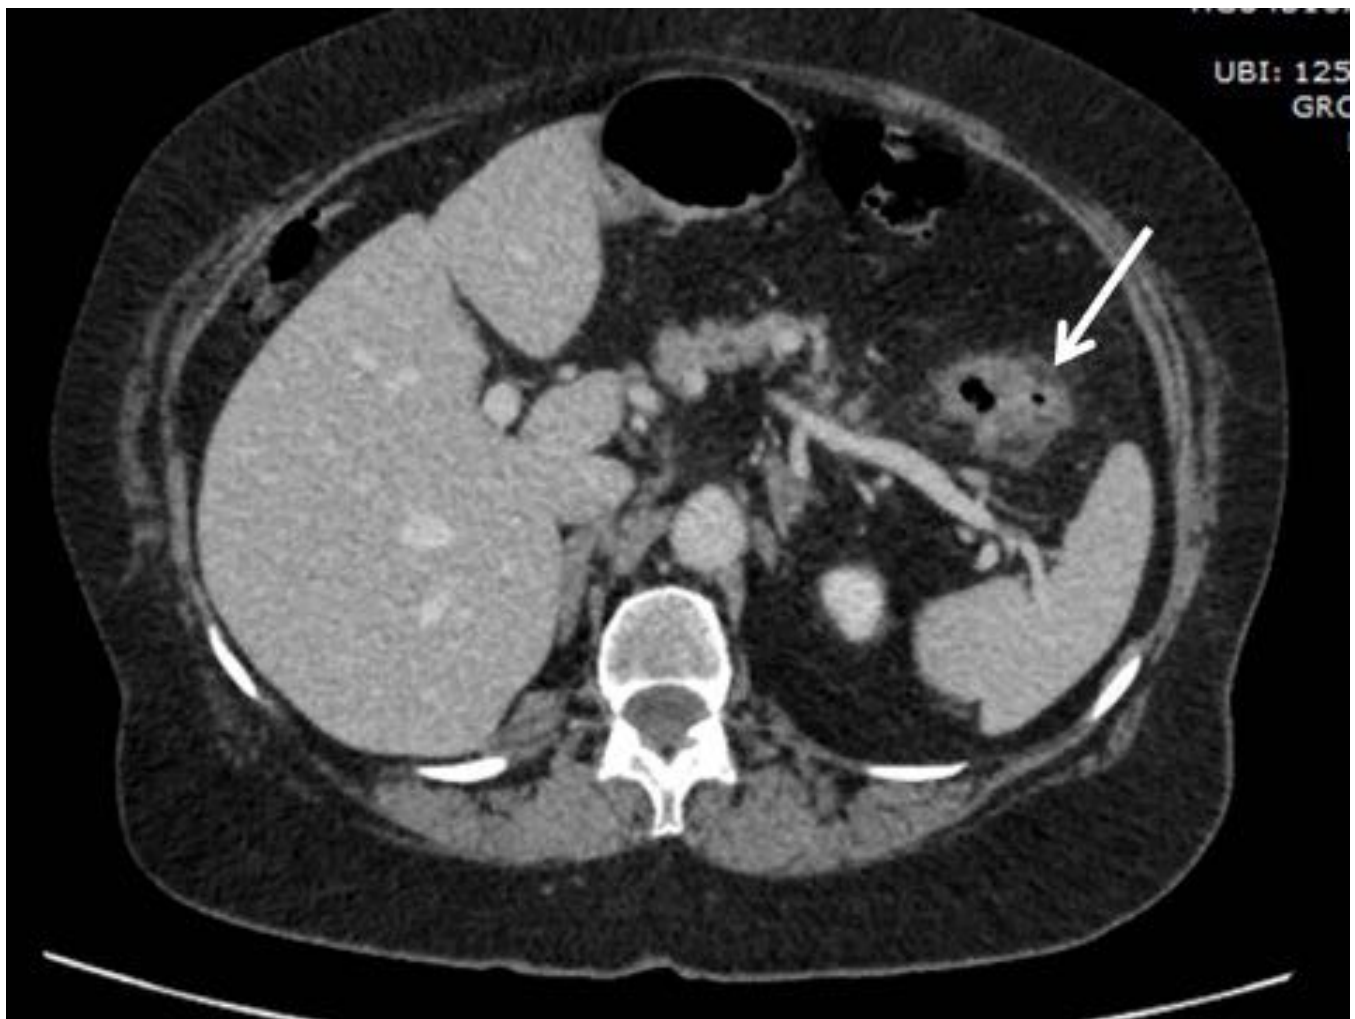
Fig. 5. Corte axial de TC con CIV, del paciente de la figura anterior, en el que se visualiza el foco caudal, con divertículo inflamado y afectación de la grasa adyacente. Referencias: Servicio de Radiodiag. Cajal, Madrid, España.
